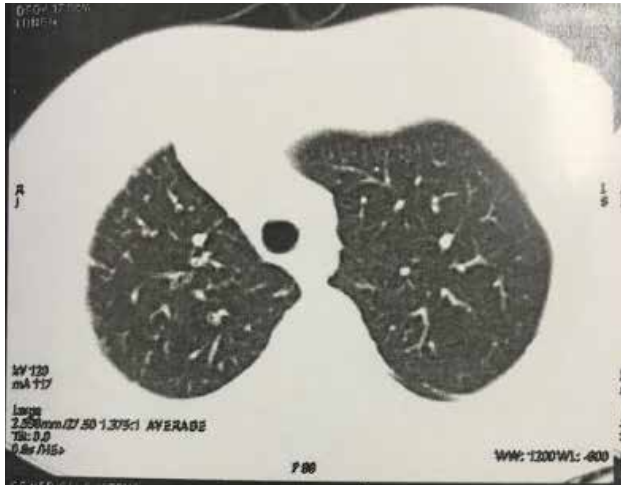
Tomografia computadorizada de tórax com janela pulmonar em corte axial. Pulmão direito de volume reduzido.
